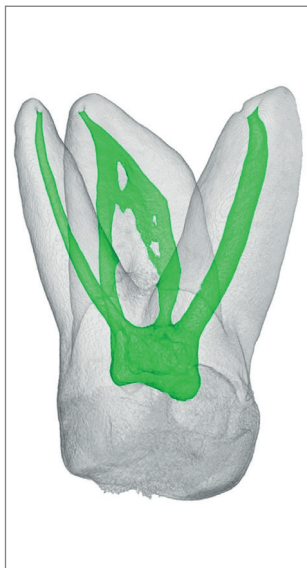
Molar superior con 3 raíces (2 vestibulares) y 1 Palatina con 2 conductos. Reconstrucción 3D por microtomografía computarizada. Cortesía: Angelo Torres (Facultad de Odontología de Ribeirão Preto – Universidad de São Paulo).
